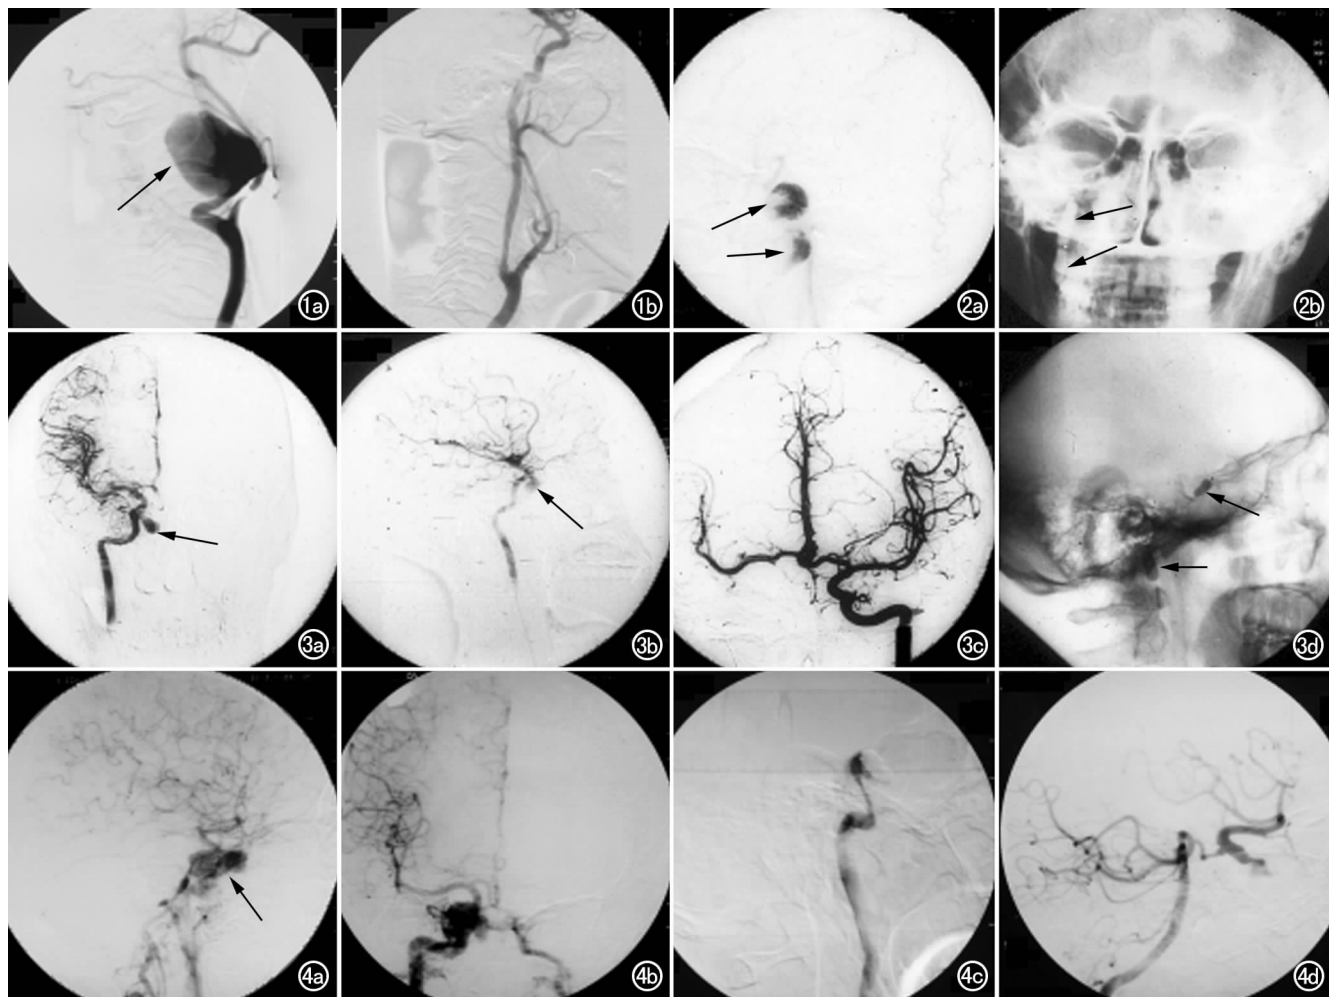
a) 颈内动脉造影示颈内动脉起始部巨大动脉瘤(箭); b) 颈内动脉带膜支架置入后造影示颈内动脉通畅动脉瘤消失(旷置)。图 2 a) 颈内动脉造影示颈内动脉岩段巨大蛇形动脉瘤(箭); b) 颈内动脉闭塞后平片示球囊位于颈内动脉颈段(箭)。图 3 右侧颈内动脉造影示颈内动脉 C₃~C₄ 交界处假性动脉瘤。a) 正位; b) 侧位; c) 球囊栓塞后左颈内动脉造影示代偿良好; d) 平片示治疗球囊及保护球囊(箭)。图 4 颈内动脉造影示 CCF 并假性动脉瘤球囊栓塞。a) 造影正位(箭); b) 造影侧位; c) 栓塞后造影示颈内动脉远端闭塞; d) 栓塞后造影椎动脉示颈内动脉远端闭塞。
